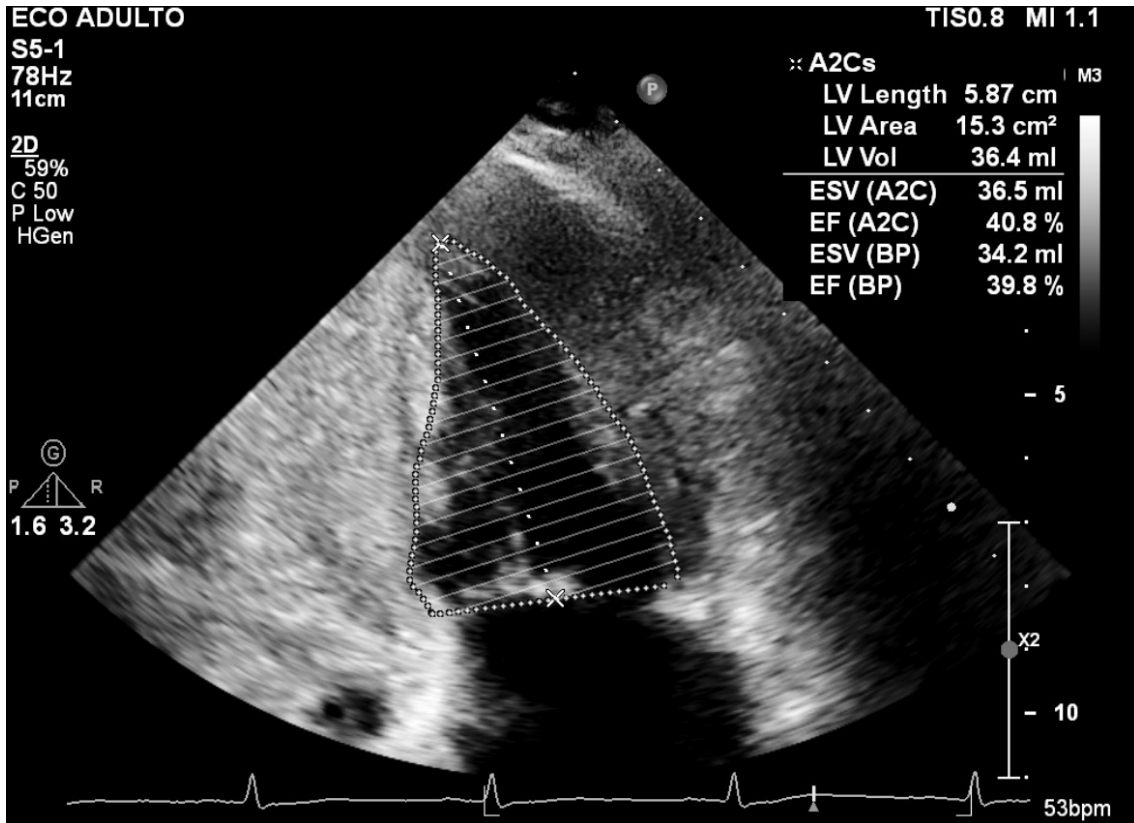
Avaliação da função sistólica pelo Símpson (FEVE 39,8% - corte apical 2 câmaras)
